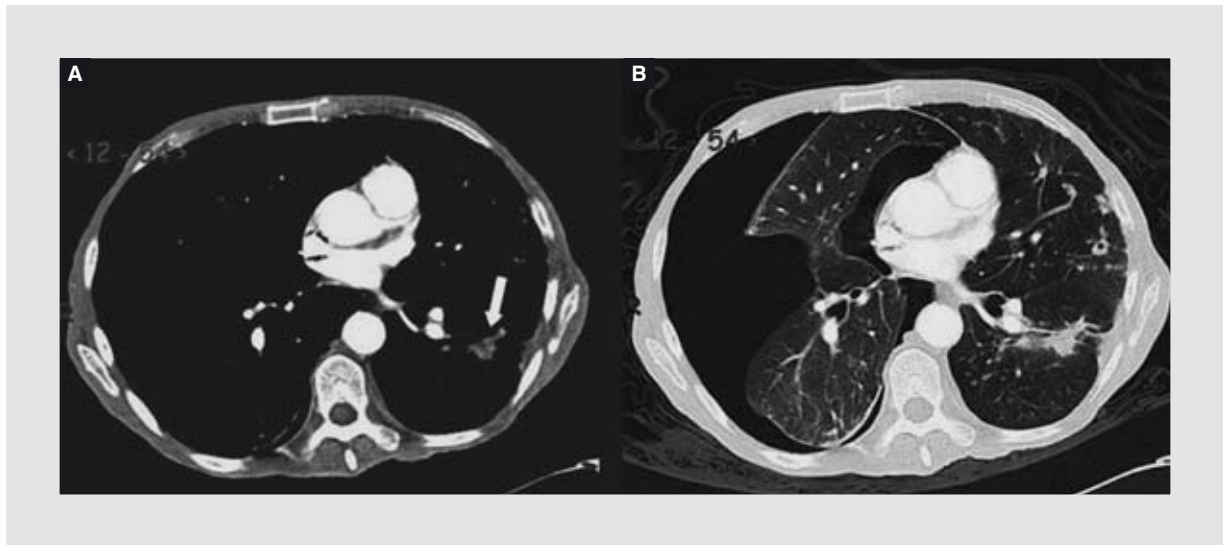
Nódulos pulmonares. TC de tórax. Cortes axiales con ventana para mediastino (A) y para parénquima pulmonar (B) que muestra la presencia de nódulo pulmonar sólido localizado en el lóbulo inferior izquierdo (flecha blanca).
